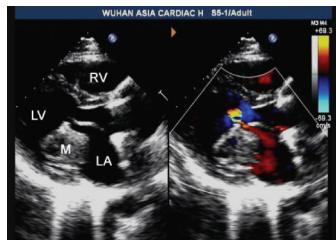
胸骨旁左心长轴切面超声图像,左房瘤体大小约4.2 cm×3.0 cm,舒张期随血流通过二尖瓣口达左室(LA:左房;LV:左室;RA:右房;RV:右室;M:肿块)
